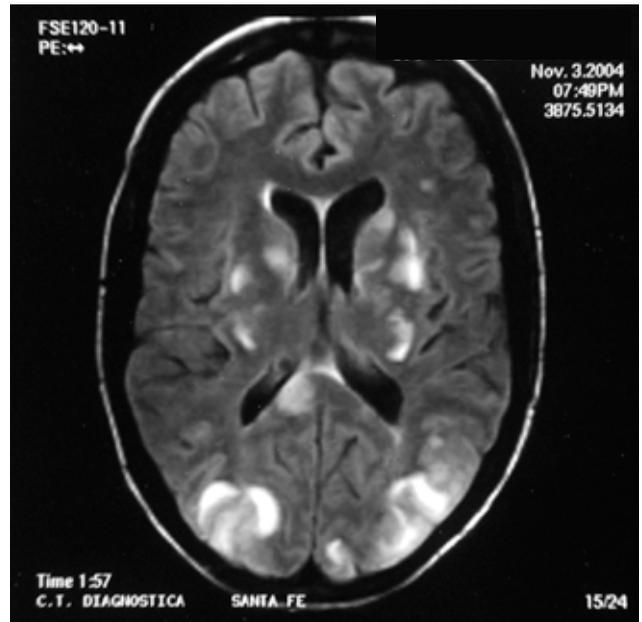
Pretratamiento. Compromiso occipital bilateral hiperintenso. T2 y FLAIR, respetando cisura calcarina.
